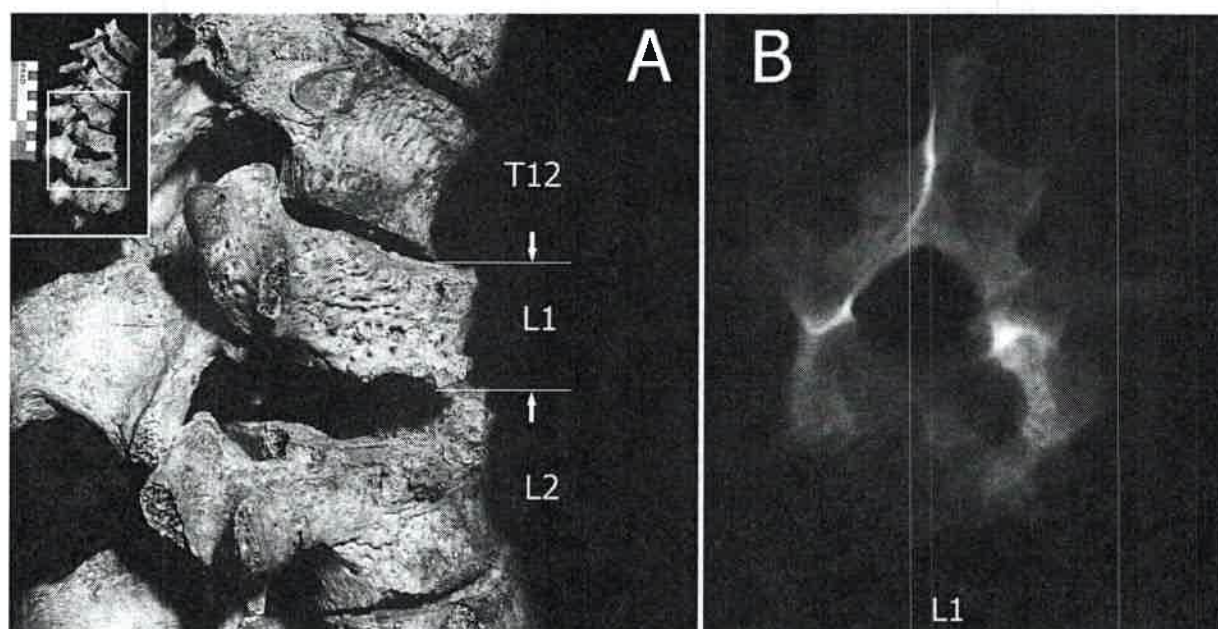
Caso 2. Lesiones líticas en columna. A: Vista lateral derecha de segmento dorso lumbar de la espina (T11-L3) donde se aprecia la pérdida de altura corporal de L1. B: Radiografía (norma superior) de L1. Se observa región radioluciente correspondiente a una cavidad multilobulada dentro del cuerpo vertebral.
